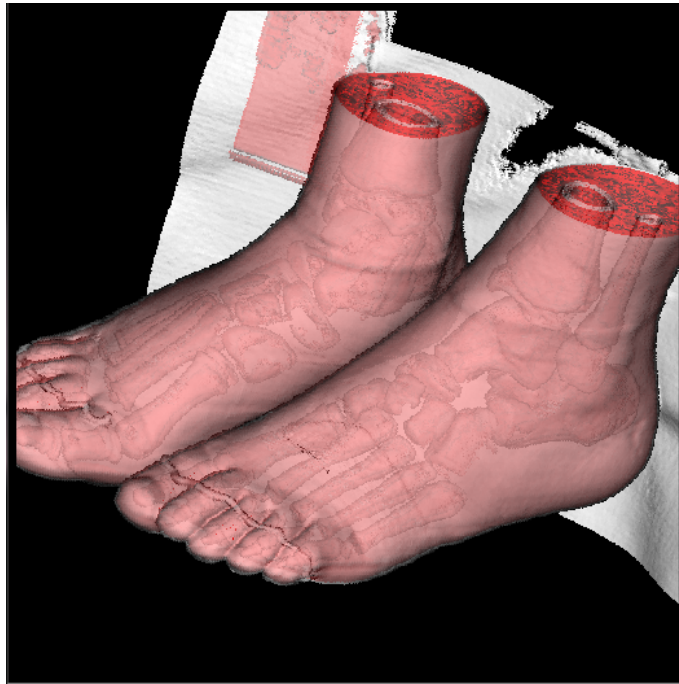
Imagem 3D com diferenciação da pele, tecidos moles e ossos reconstruídos de imagens de TC.
